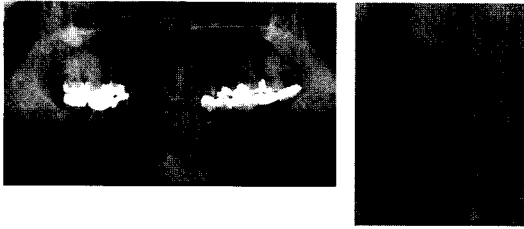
교통 사고로 인해 외상을 받으신 후, 상악 우측 중절치가 매우 시큰거린다는 주소로 내원한 50세 여자 환자이다. 방사선 사진상 치경부에서 치근 파절이 보인다. 환자는 빠른 치료를 원하였다. 파절된 치아를 발치하고 즉시 임플란트 식립 및 임시치아를 연결해 주기로 하였다.
